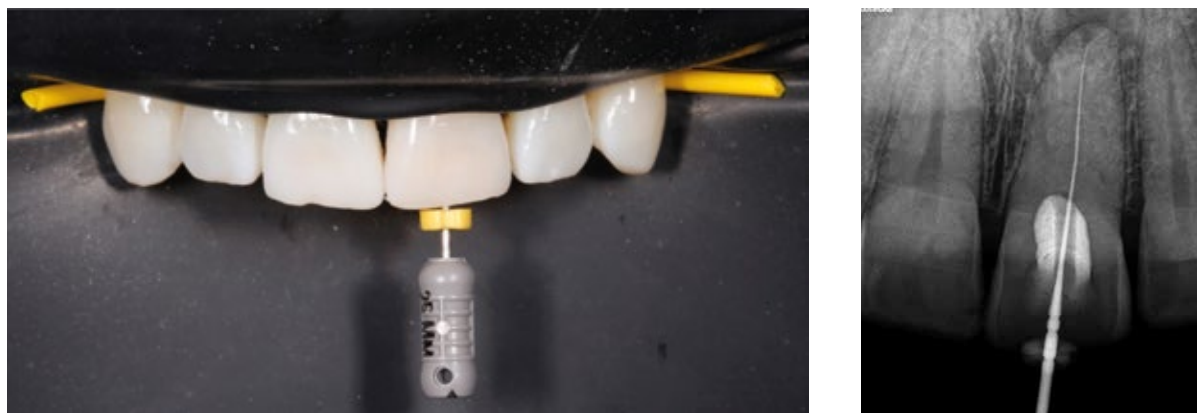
Progressão com lima #08 K e verificação radiográfica do CT
